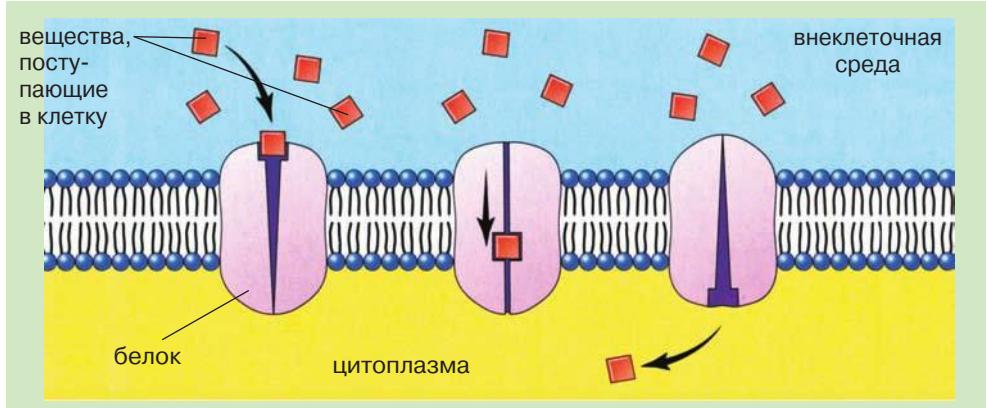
Облегченная диффузия. Только после взаимодействия с белком мембранны вещества поступают в цитоплазму
